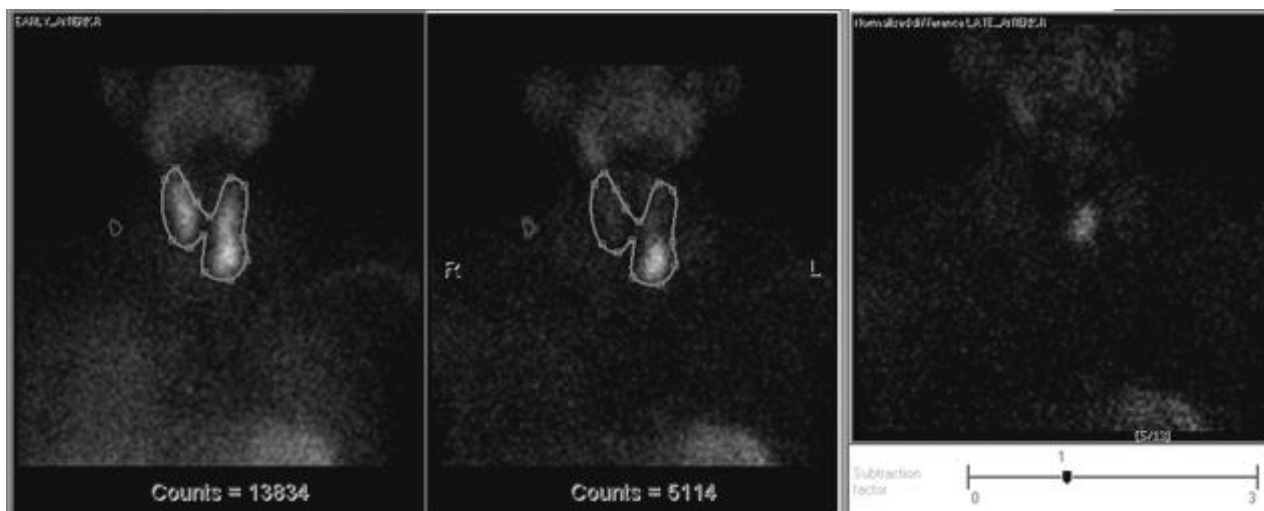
Выполнение программного вычитания раннего и отсроченного сцинтиграфических изображений с ^{99m}Tc -МИБИ. Выявлена аденома левой нижней ПЩЖ.
